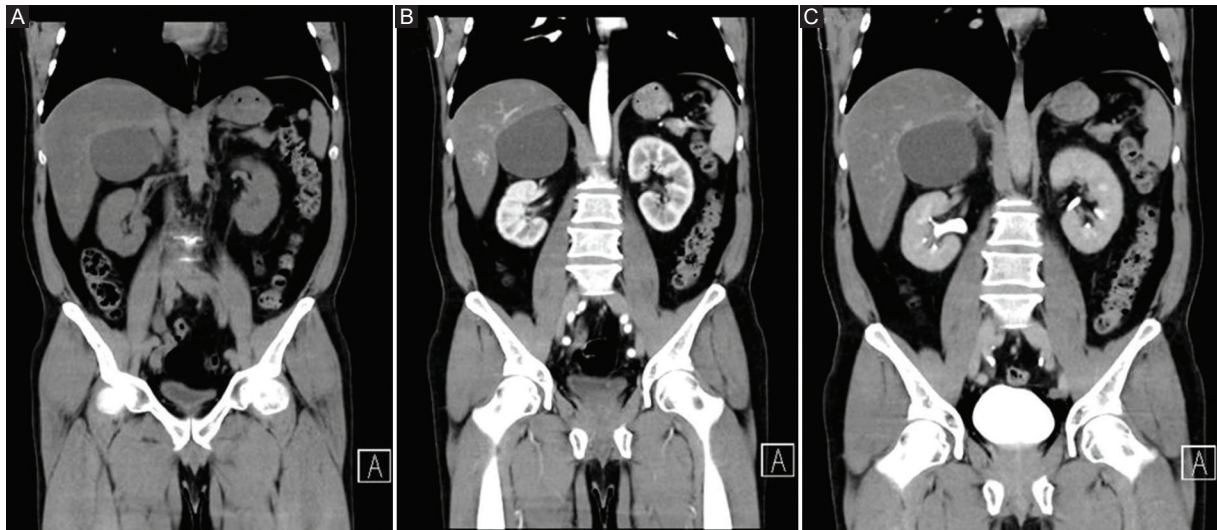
Tomografía computarizada. A: corte coronal sin contraste. B: corte coronal con contraste yodado intravenoso; no se observa realce. C: corte coronal en fase de eliminación.
